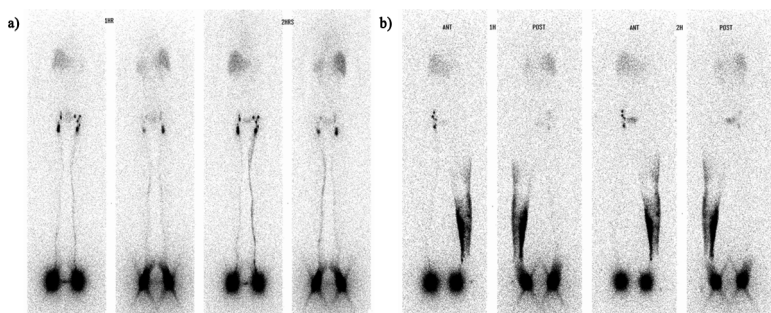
lymphoscintigraphy, severity of dermal back flow (not or slightly visible vs. highly visible).
